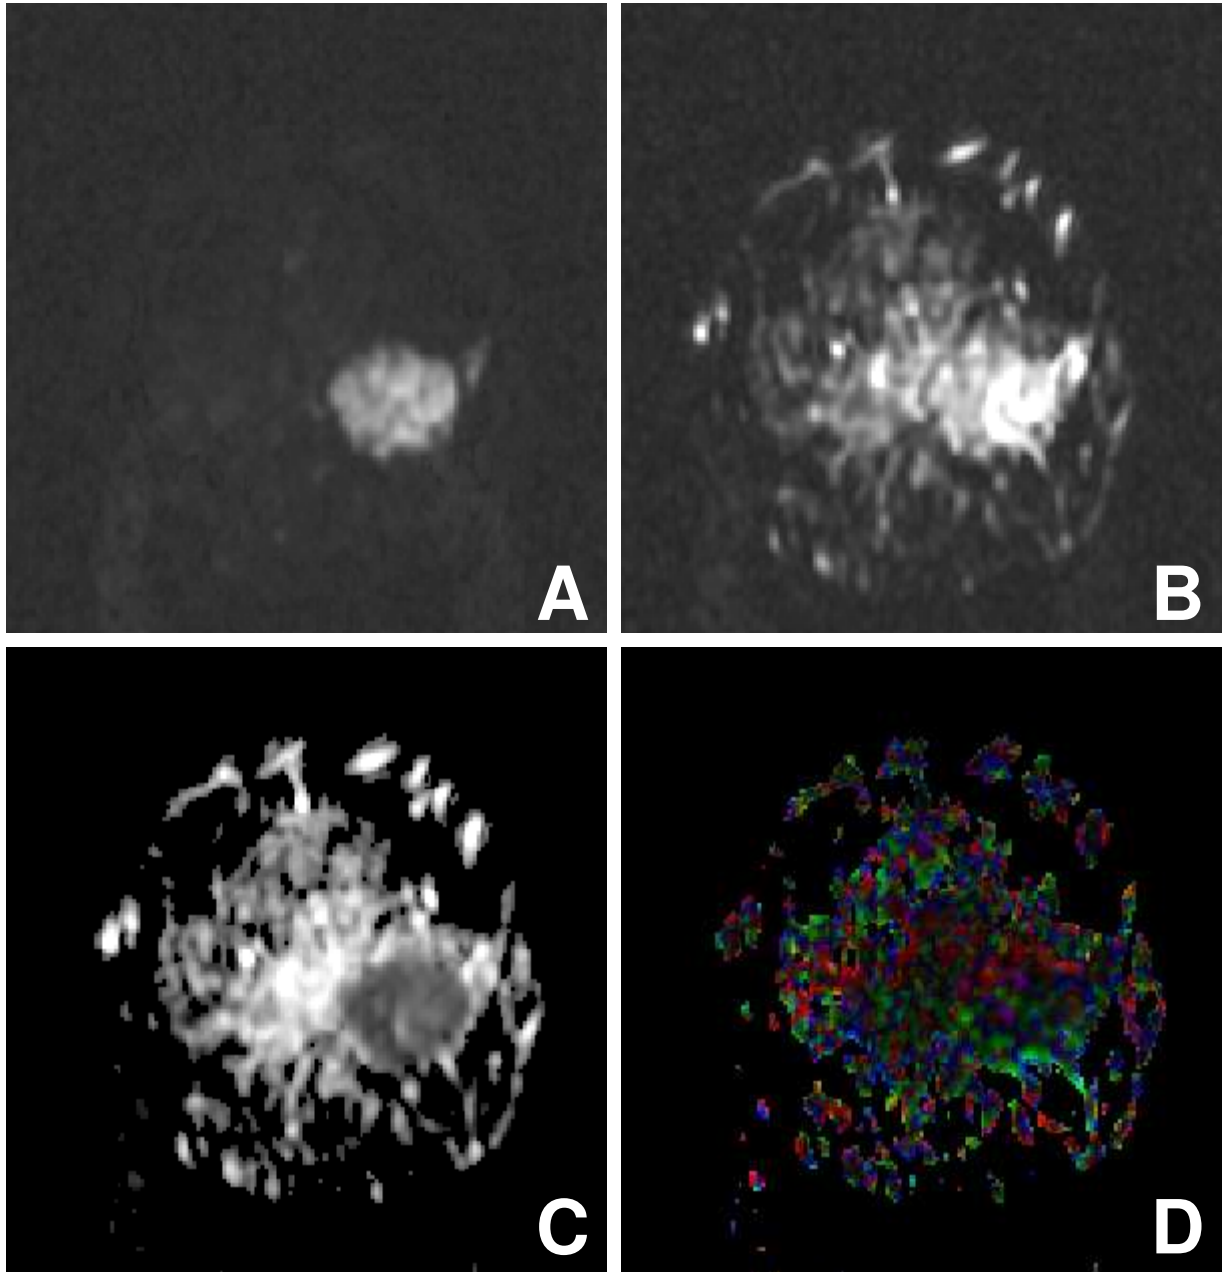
weiblich, 34 Jahre, schlecht differenziertes (G3) invasiv-duktales Mammakarzinom; A: DWI trace Bild (b- Wert: 1000 s/mm²) zeigt eine signalreiche (helle) solide Läsion; B: nicht diffusionsgewichtetes Bild (b-Wert: 0 s/mm²) image C: Die Apparent Diffusion Coefficient (ADC) Karte zeigt in der neoplastischen Läsion eine verminderte Diffusivität. D: Die fraktionelle Anisotropie (FA) Karte kodiert farblich die Richtung der Diffusion, die Stärke der FA wird durch die Helligkeit kodiert (dunkel=niedrige Anisotropie). Eine vorherrschende Diffusionsrichtung lässt sich objektivieren, die FA ist in der Läsion geringer als im gesunden Parenchym.
